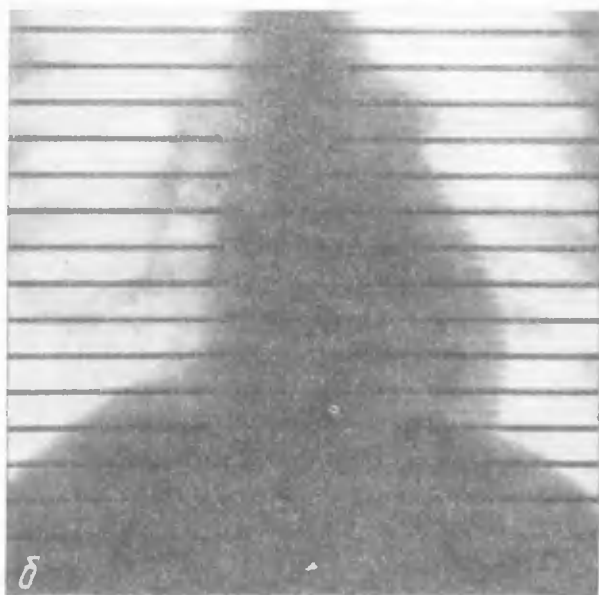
Рентгенограмма и кинограмма больного С., 9 лет. Диагноз: незаращение артериального протока. Отмечается усиление легочного рисунка, пульсация корней легких, умеренное увеличение левого желудочка и левого предсердия.
